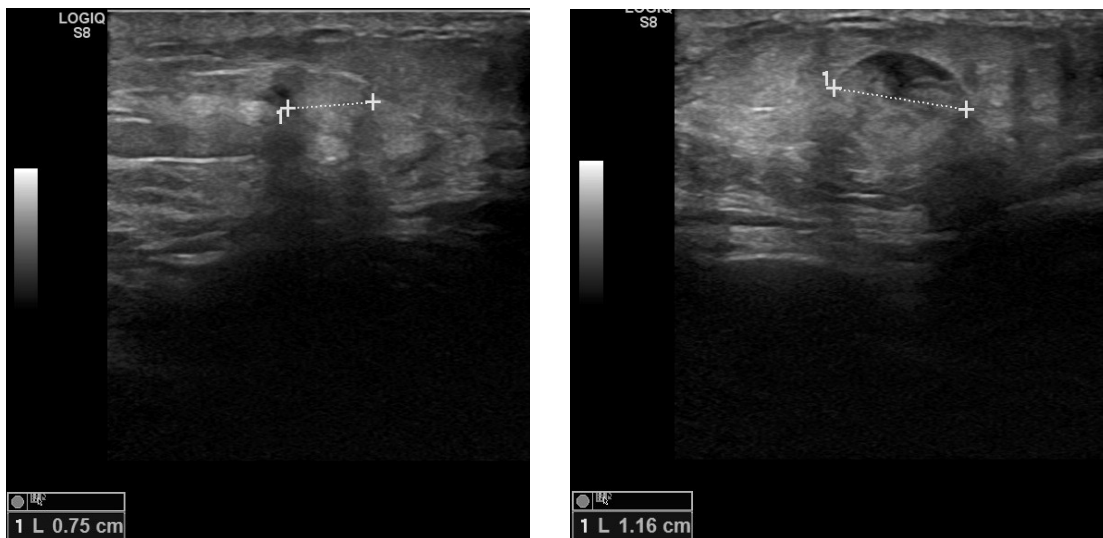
Ecografía de mama izquierda que identifica la lesión sólido- quística de reciente aparición (cuadrante infero- externo).
